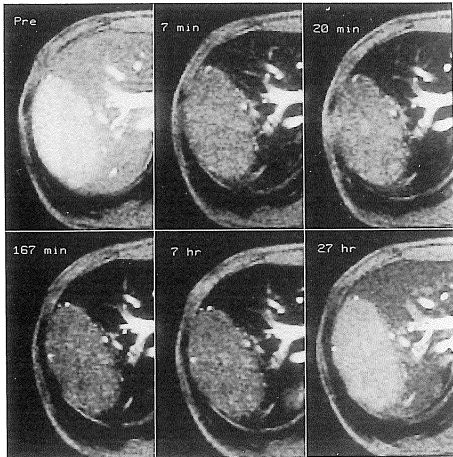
Case 3: 25-year-old male, focal nodular hyperplasia (FNH). The dose of SH U 555 A was 1.1 ml (9.4 μ mol Fe/kg). The patient was participated in the study after hepatocellular carcinoma was suspected in S7 and S8 (90 \times 60 mm) by X-CT.
